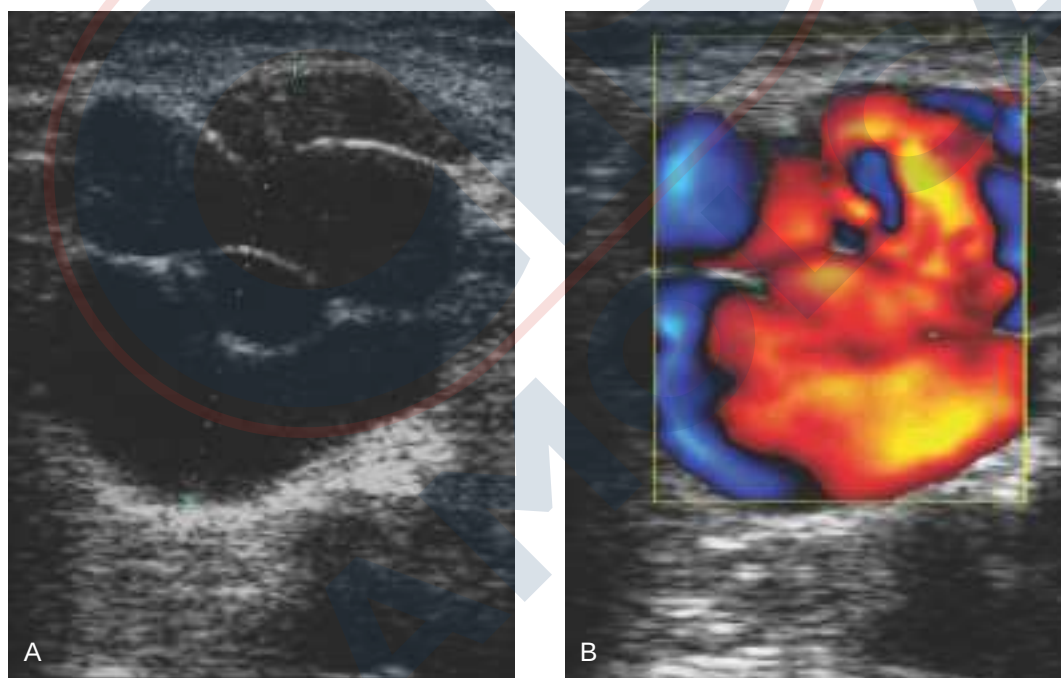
A-B. Aspecto en la ecografía Doppler color del cavernoma inguinal.
